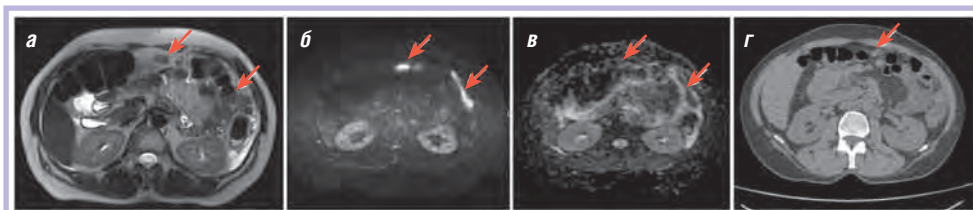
МРТ в режиме T2-взвешенного изображения (а), ДВИ (б), карты измеряемого коэффициента диффузии (в) в аксиальной проекции; МСКТ (г). Вторичные изменения большого сальника четко видны на всех изображениях. Депозиты по брюшине левого бокового канала на МСКТ визуализируются менее отчетливо
